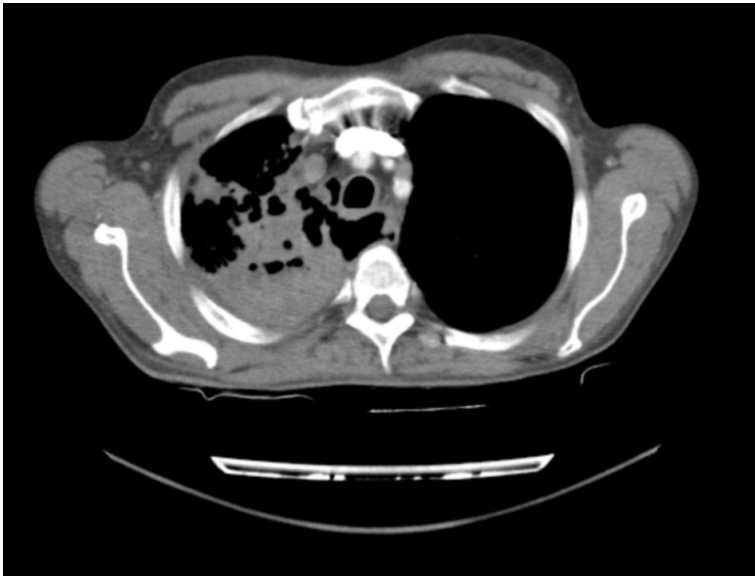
TAC En la cual se evidencia comunicación esófago-pulmonar.
